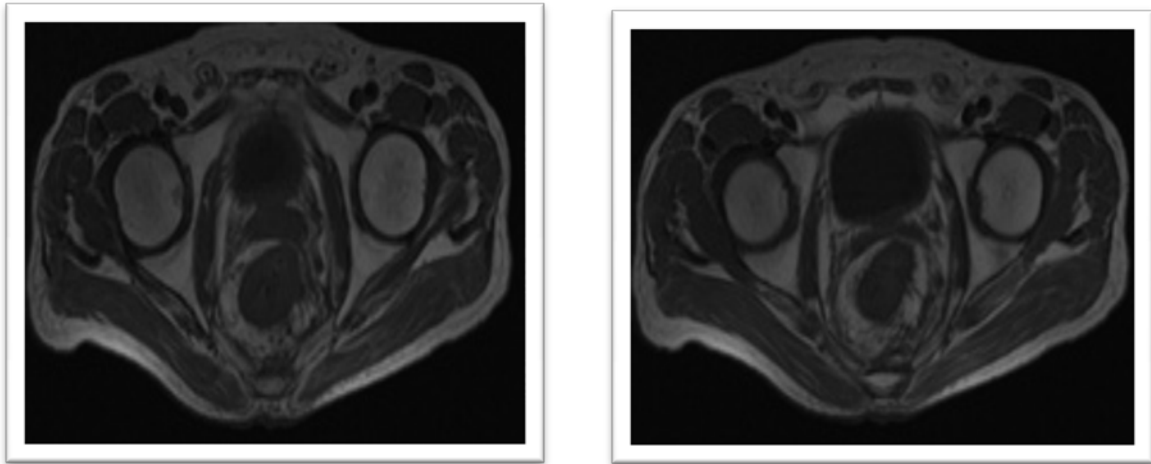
IRM en SPT2 selon un plan axial :
